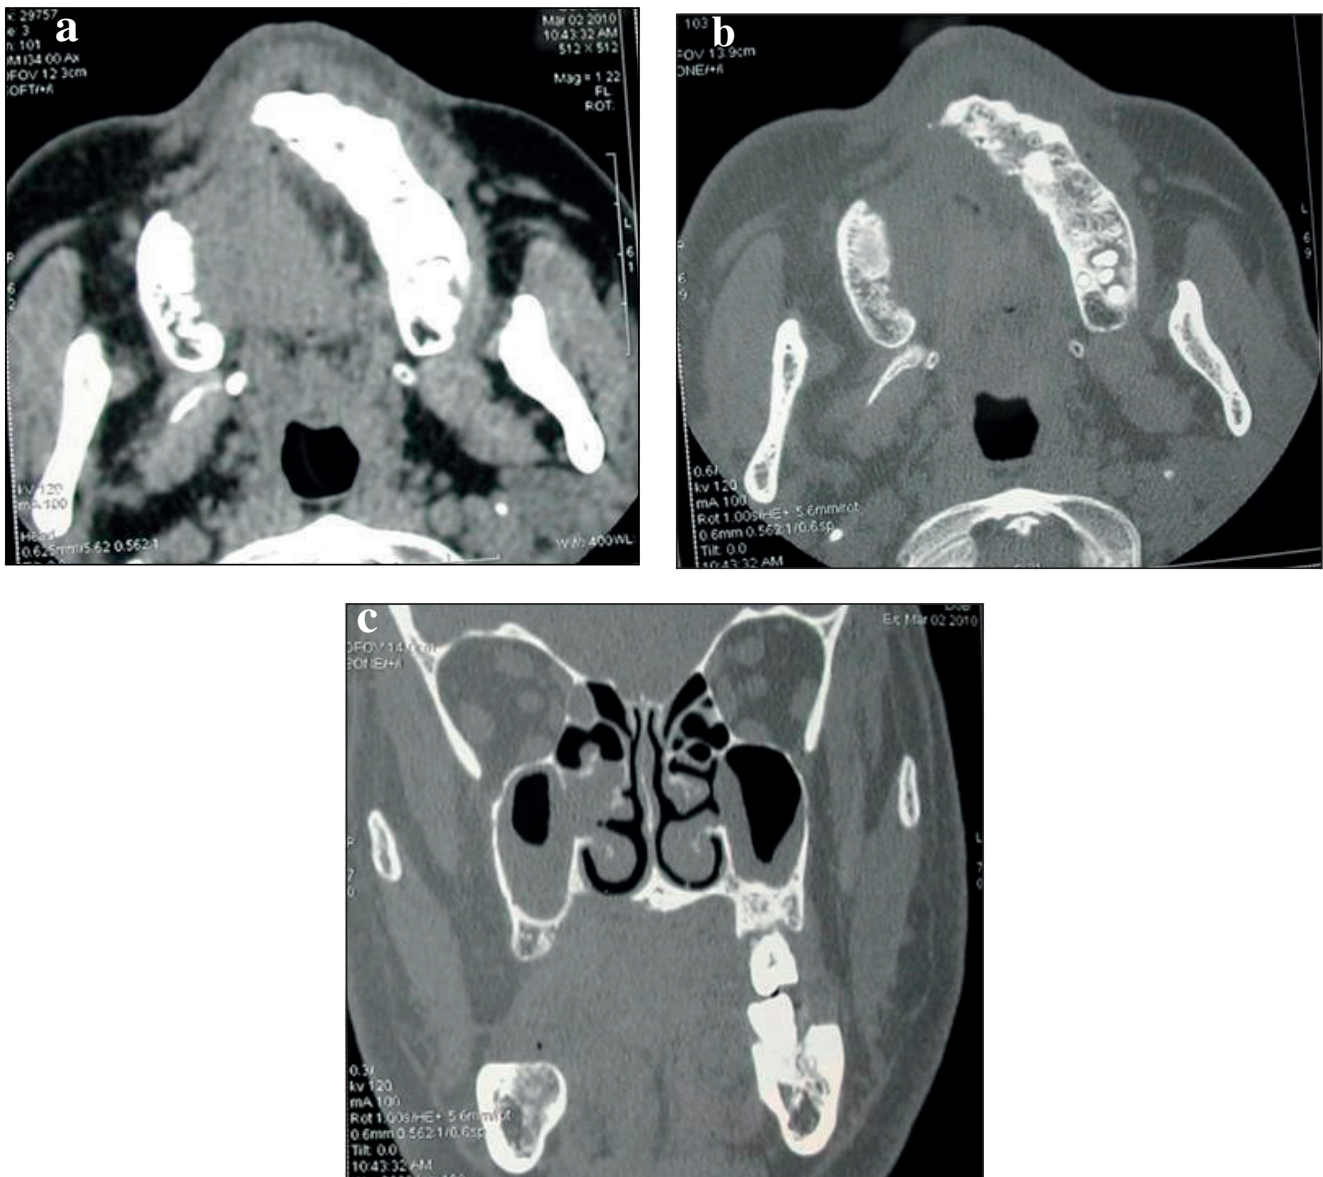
b et c. TDM postopératoire à 10 mois : absence de signes de récidence.
